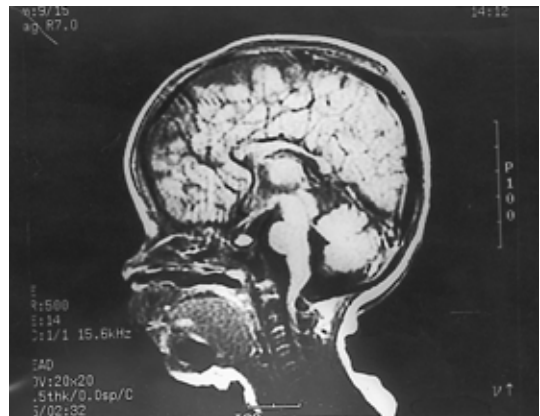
T1-weighted brain MRI shows severe narrowing of the spinal canal at C1 level and mild compression of the spinal cord.
